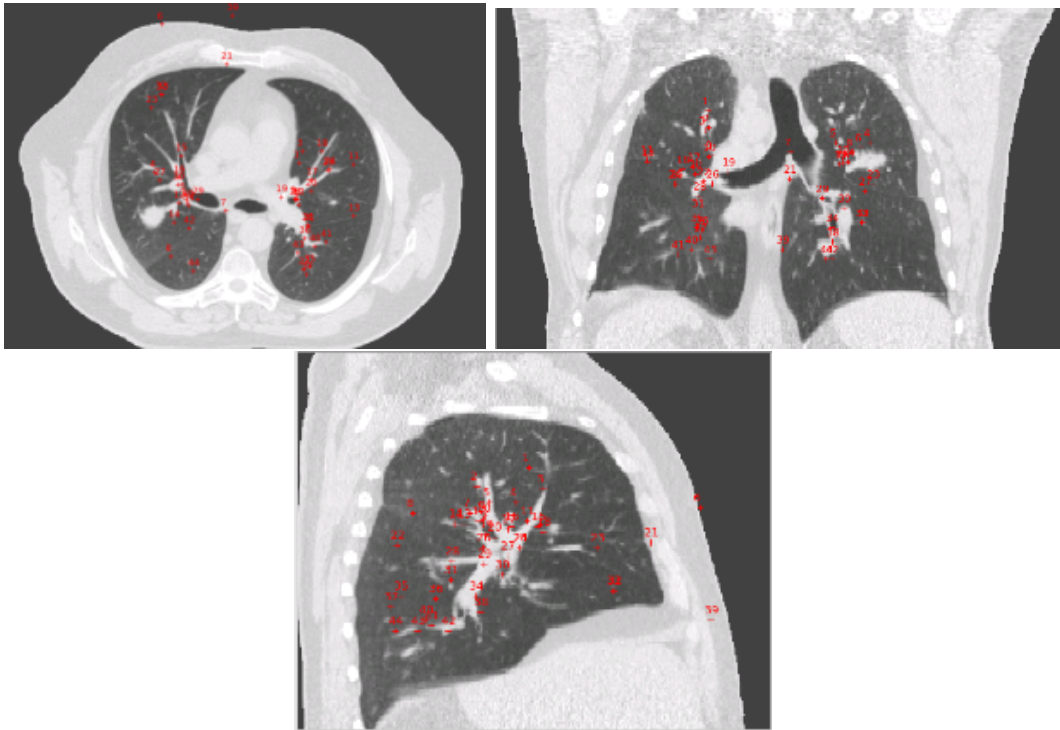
Visualisation *par projection* sur trois coupes TDM de la position de 44 amers sélectionnés par des experts.
